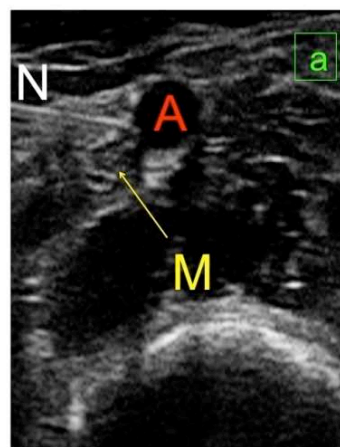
Ultrasound guided nerve blocks at the elbow: a) Median nerve block; b) Local anesthetic around median nerve; c) Radial nerve block (A= Humeral artery; M= Median nerve; N=Needle; R= Radial nerve)
